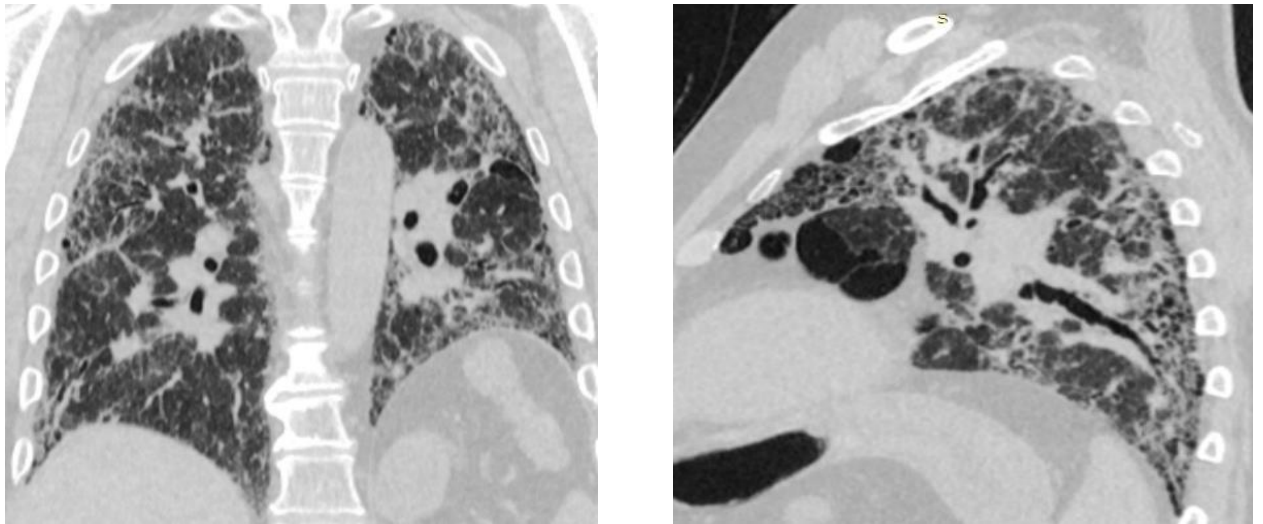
Компьютерная томограмма легких больного Ш. от 05.07.2018 года
